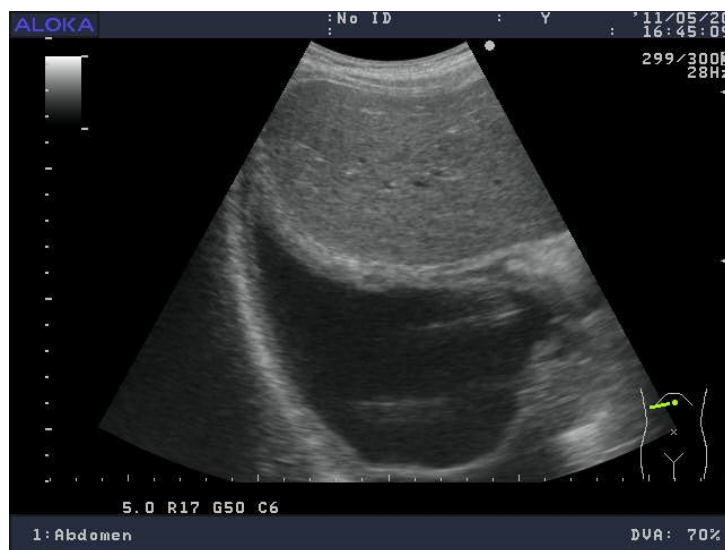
УЗИ плевральной полости при экссудативном плеврите.
